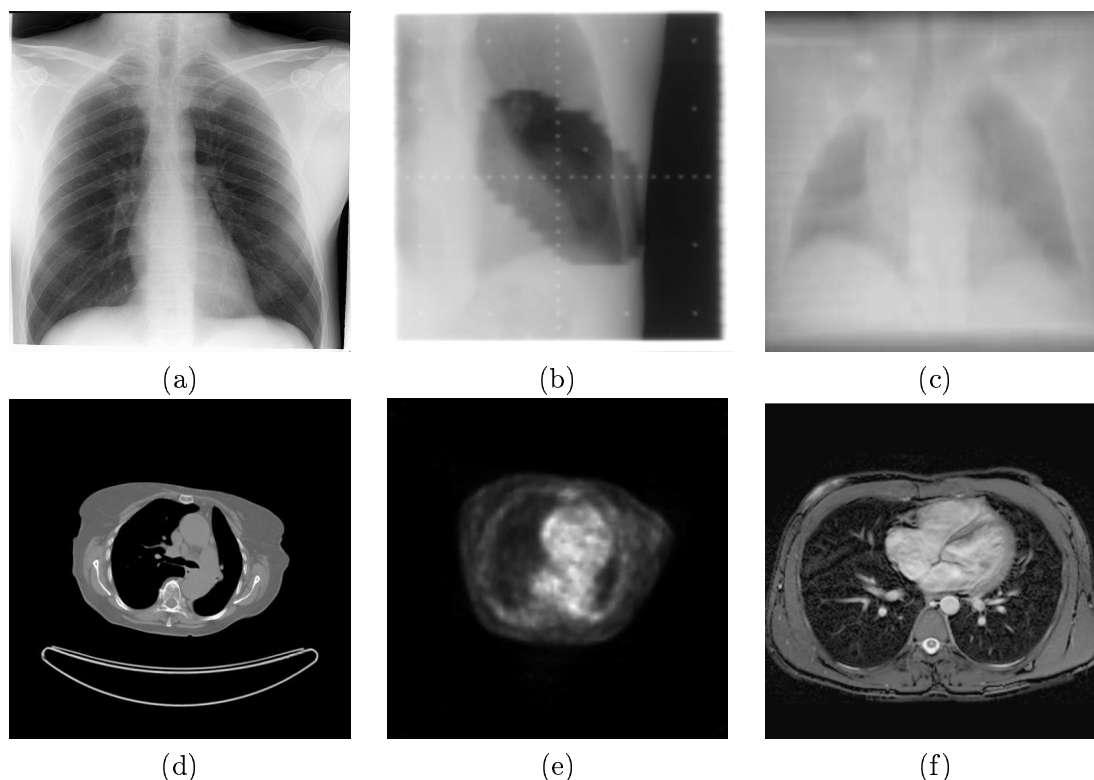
Images issues de différentes modalités d’acquisitions utilisées en radiothérapie : (a) Radiographie classique des poumons, (b) Image portale frontale, (c) DRR, (d) Coupe axiale d’une acquisition TDM, (e) coupe axiale d’une image TEP, (f) coupe axiale d’une image IRM.
